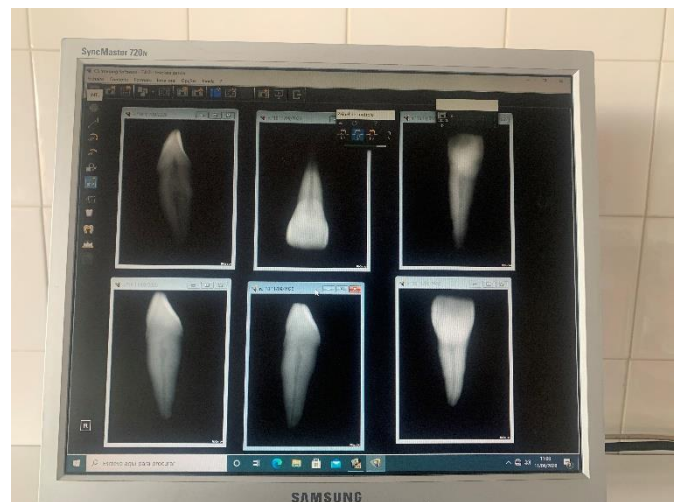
Observação das radiografias no computador
